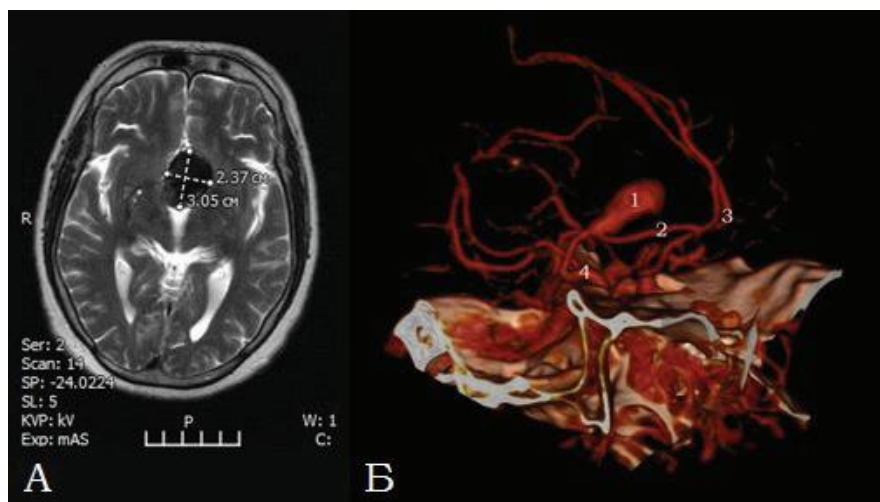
Результаты нейровизуализационных методов исследования: а) МРТ в T2-режиме, визуализируется гигантская частично тромбированная аневризма в межполушарной щели; б) 3D реконструкция КТ-ангиографии, 1 – аневризма сегментов А1-А2 правой ПМА, 2 – правая ПМА, 3 – левая ПМА, 4 – правая ВСА. Обращает на себя внимание отсутствие передней соединительной артерии
